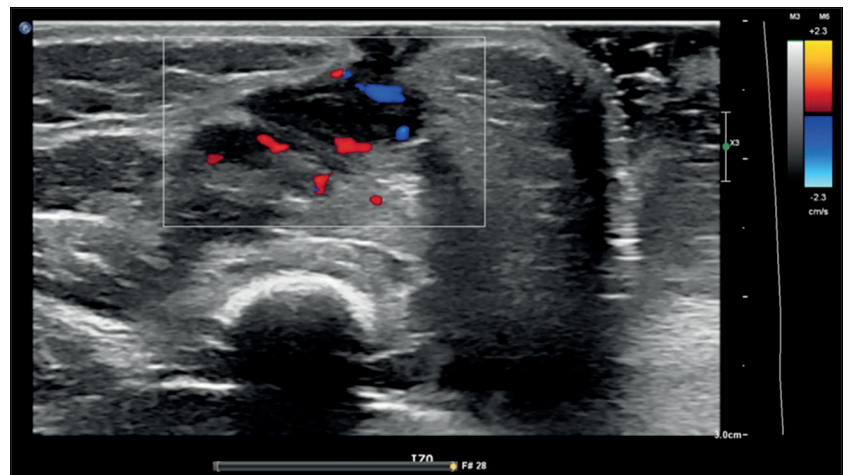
Ecografía muslo izquierdo con reacción perióstica y trayecto a plano dermo-epidérmico.
